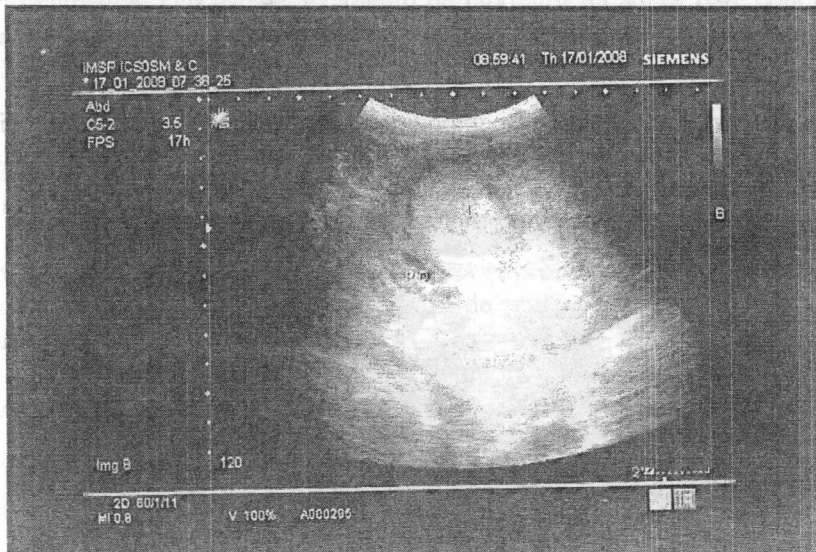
Ecografie. Tumoră renală pe dreapta (caz clinic).
